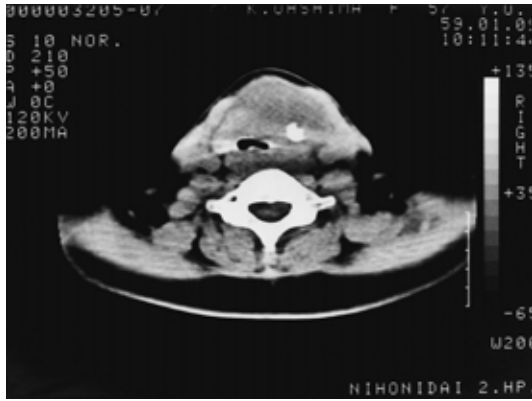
未分化癌のCT所見．前方から強く圧迫され気管壁浸潤が疑われる．気道狭小化も著しい．
